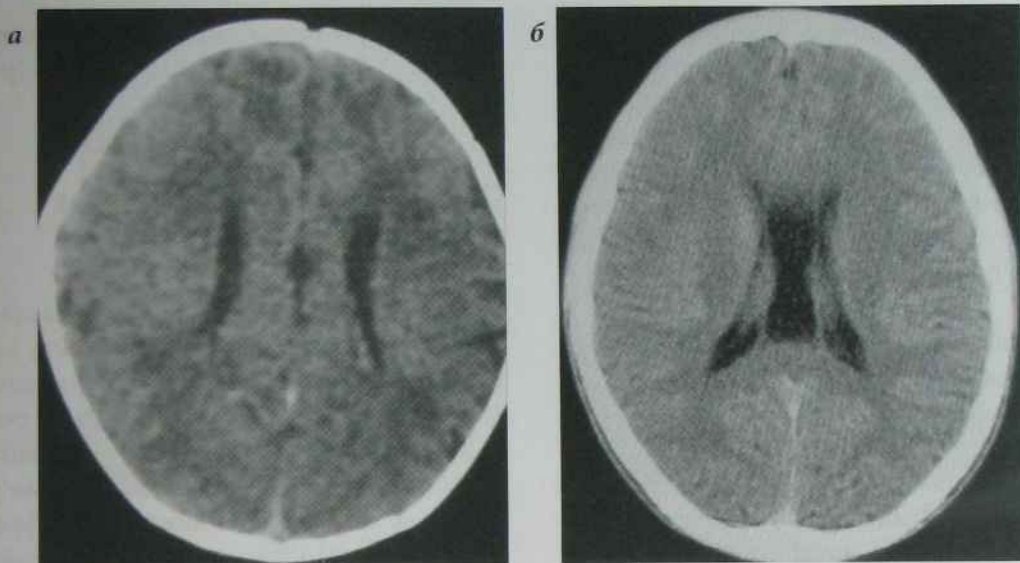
КТ головного мозку, аксіальний зріз:
